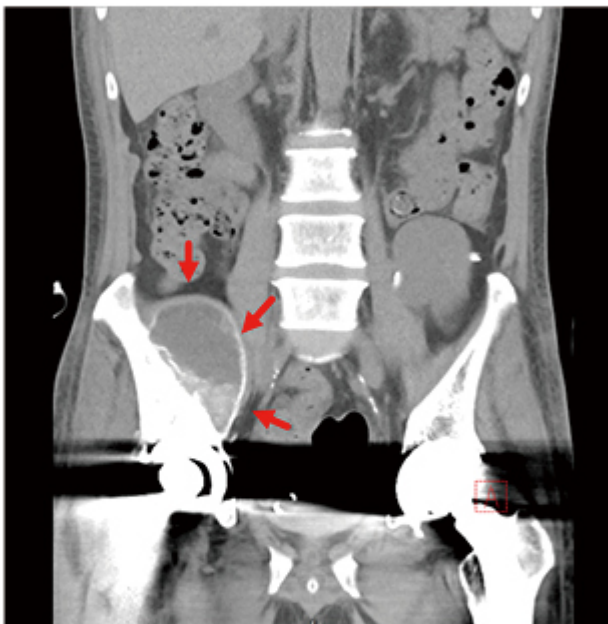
복부 CT 상 발견된 엉덩이 근육 부위의 종괴
